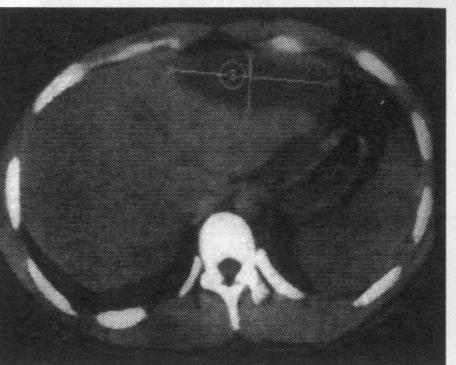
CT. Hematom subcapsular al lobului stâng al ficatului (leziune gr.II după Mirvis, 1989)
